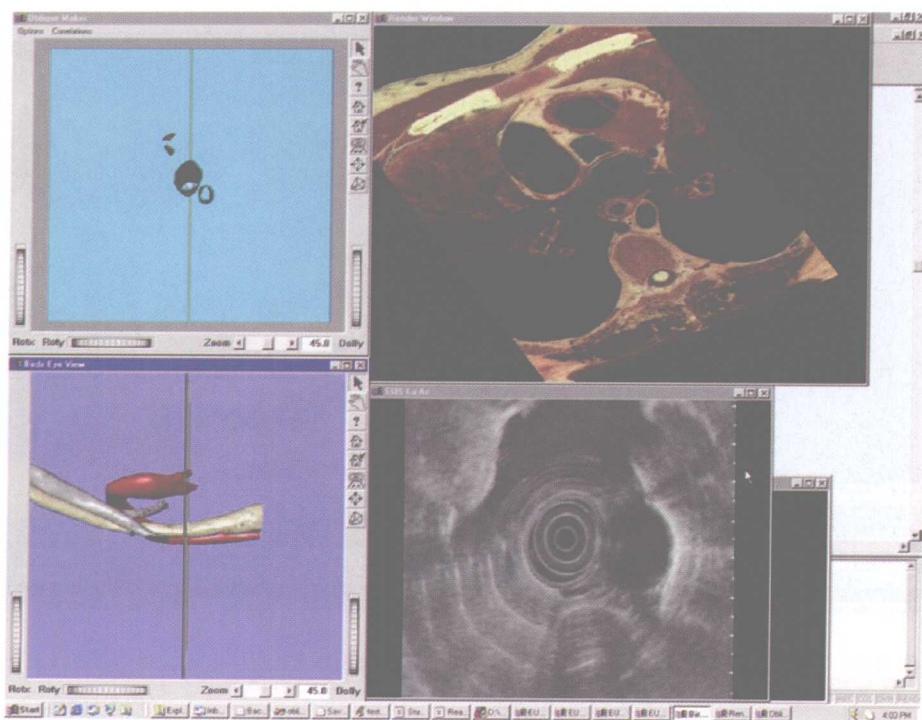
屏幕是从原始的斜切面模型抓取的图像和相应的超声内镜图像
